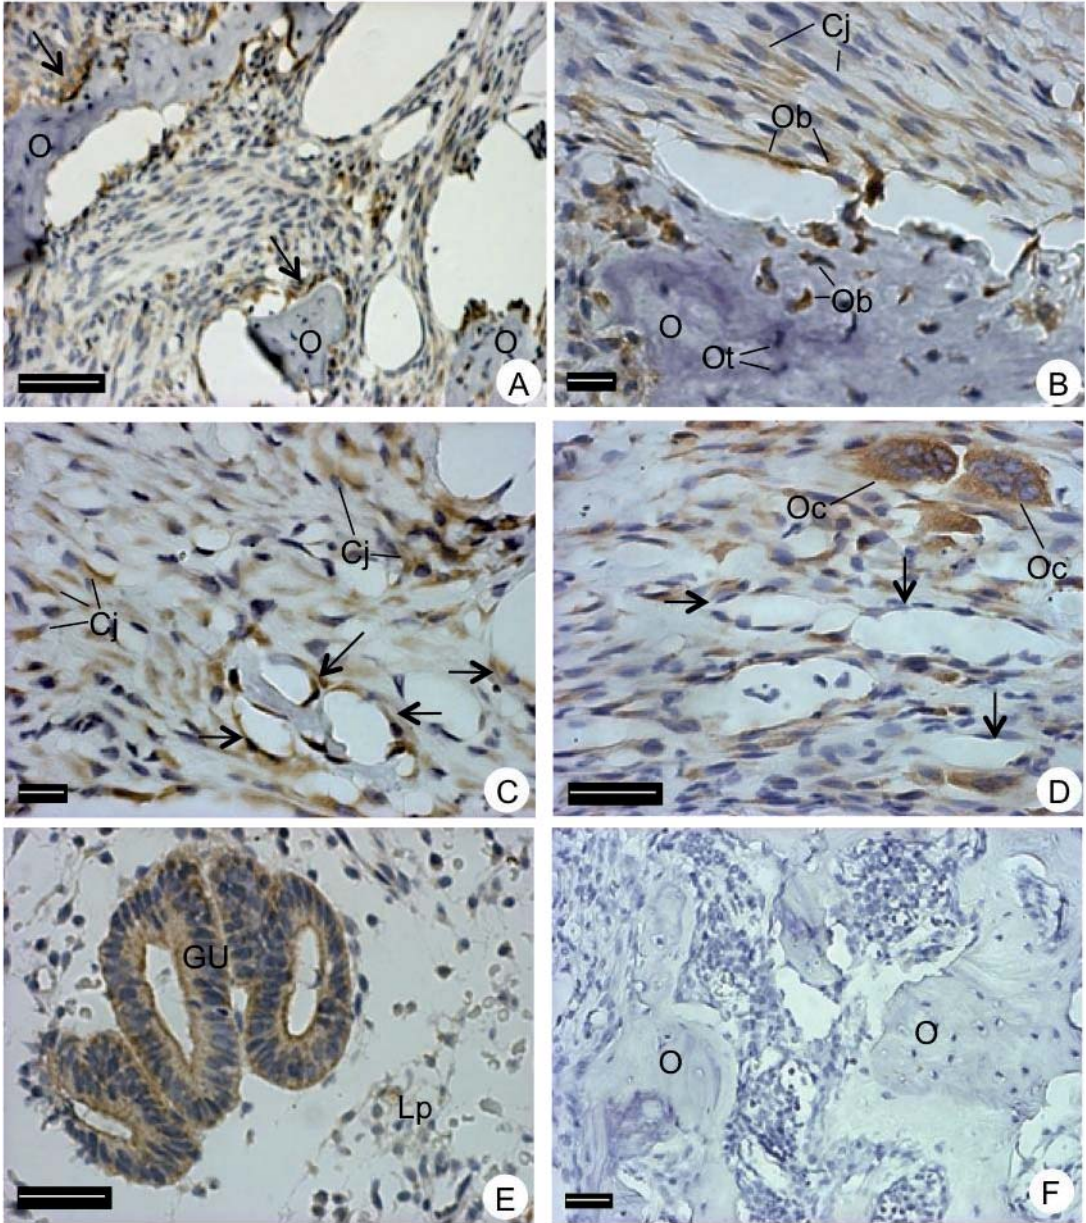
Fotomicrografias de cortes histológicos do grupo GC do período de 28 dias submetidos ao método imuno-histoquímico para detecção de FLT-1 e contra-corados com hematoxilina. (A) e (B) Imuno-marcação para FLT-1 nos osteoblastos (Ob) e em algumas células conjuntivas (Cj). (C) Osteoclastos (Oc) na superfície de matriz óssea (O) imuno-marcados para FLT-1. Setas, Vasos sanguíneos. (D) Imuno-marcação nos osteoclastos, osteoblastos e algumas células conjuntivas. (E) Placenta humana mostrando células do epitélio de revestimento (setas) imuno-marcadas para FLT-1. Controle positivo da reação. Lp, Lâmina própria. Escalas (A), (B), (C), (D), (E)=50µm. (F) Área da hemimandíbula direita submetida a distração osteogênica, incubada sem o anticorpo primário (controle negativo) e contra-corada com hematoxilina. TC, Tecido Conjuntivo. Escala=100µm.
